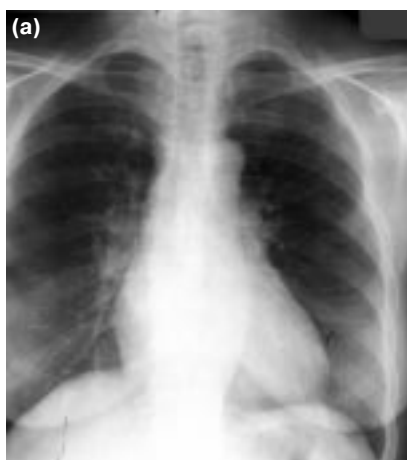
Рентгенограммы грудной полости в прямой передней проекции: а – нормальное изображение внутрилегочных сосудов в виде ЛР, количество и диаметр сосудистых ветвей нарастает от вершущек к диафрагме; б – гиперволеия – диффузное усиление сосудистого ЛР, увеличение диаметра и количества сосудов в единице объема.
